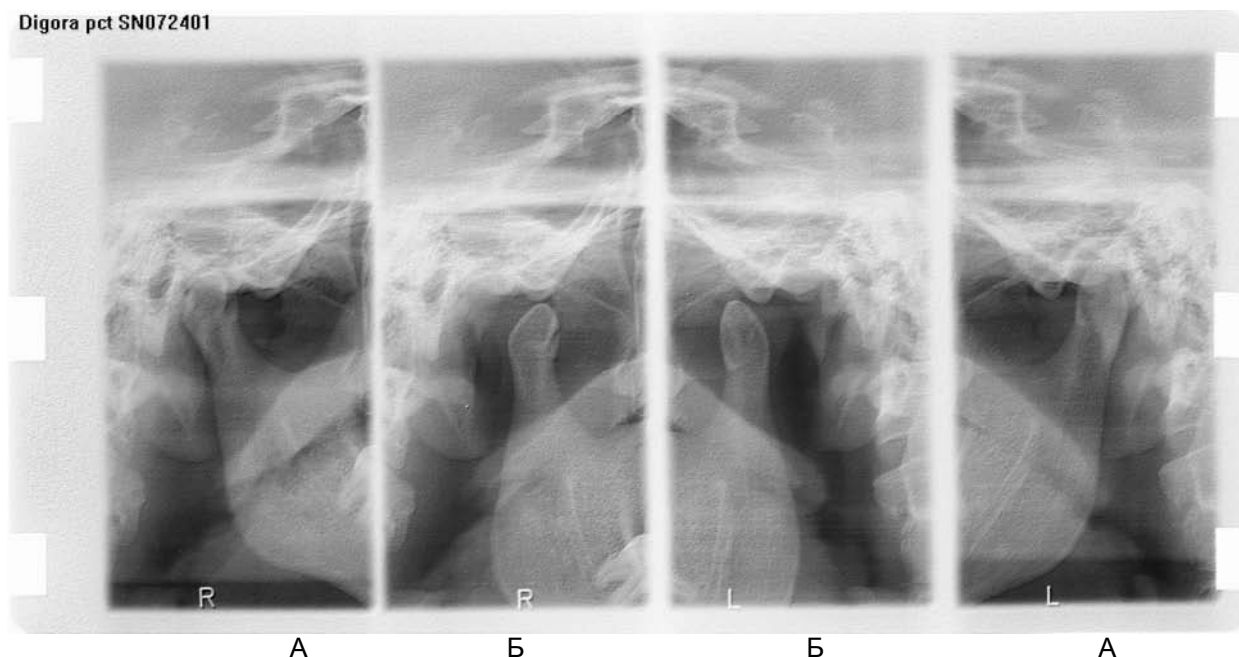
Рентгенограма правого та лівого СНЩС хворої Х. при закритому (А) та відкритому (Б) роті. Діагноз: неповний вивих лівого СНЩС.
